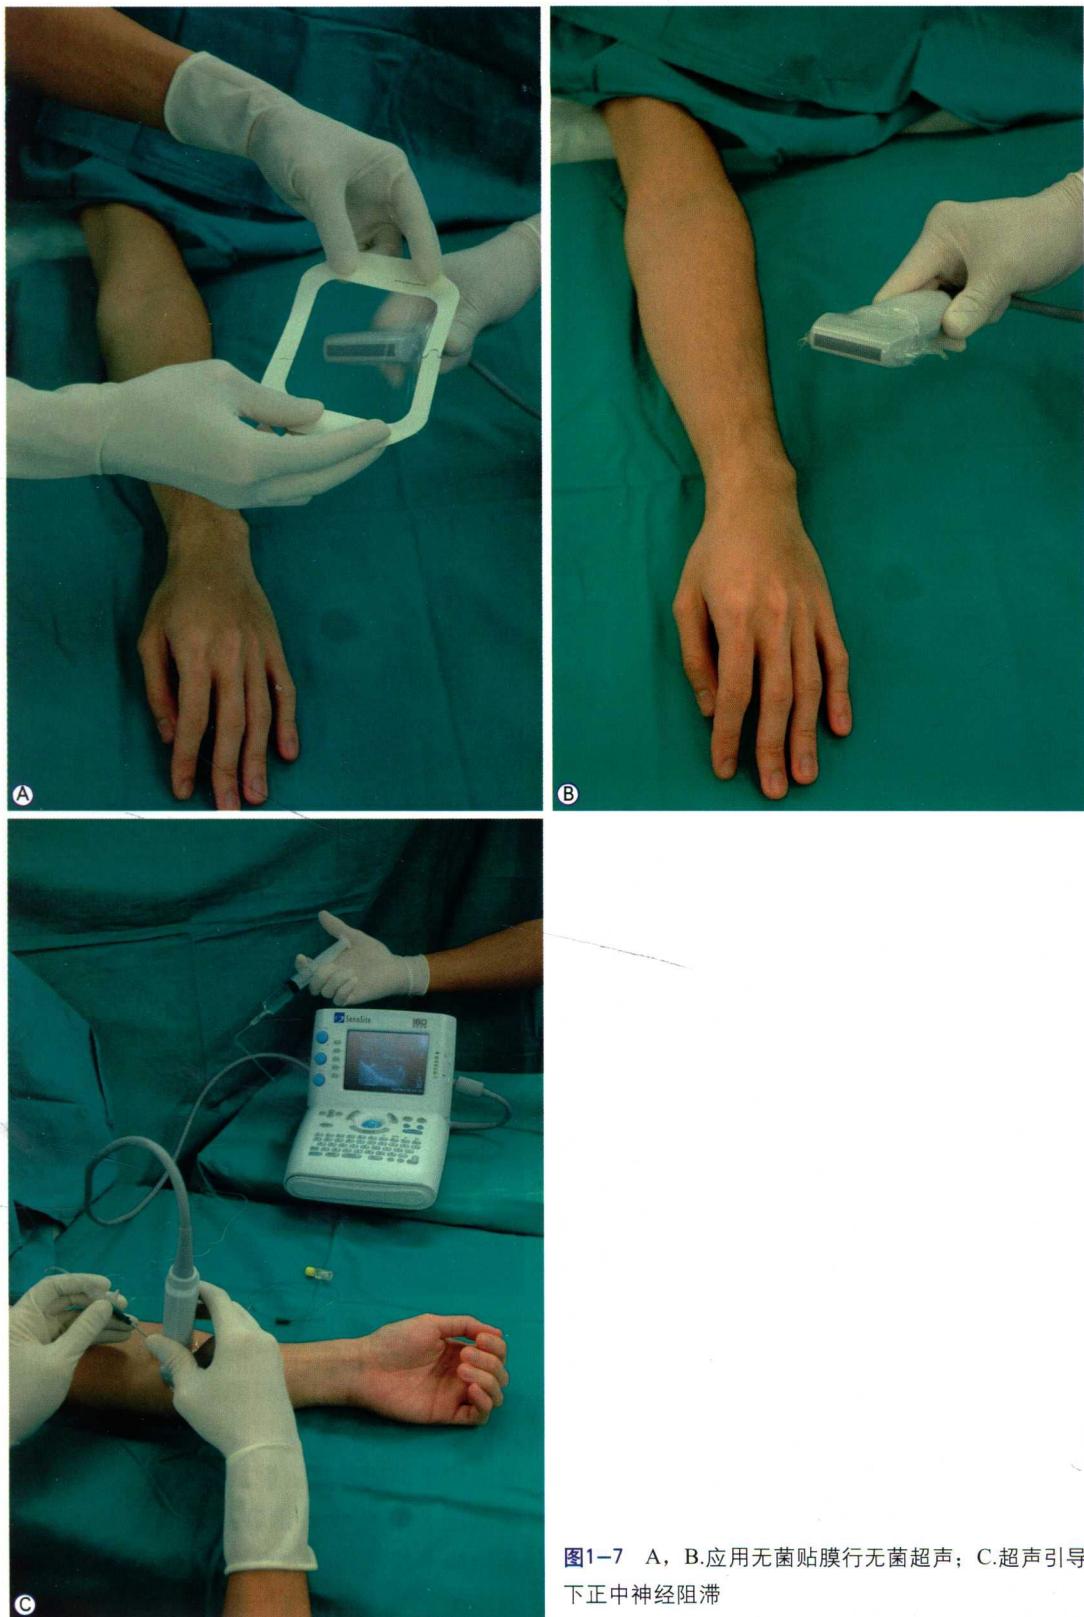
A, B.应用无菌贴膜行无菌超声; C.超声引导下正中神经阻滞
